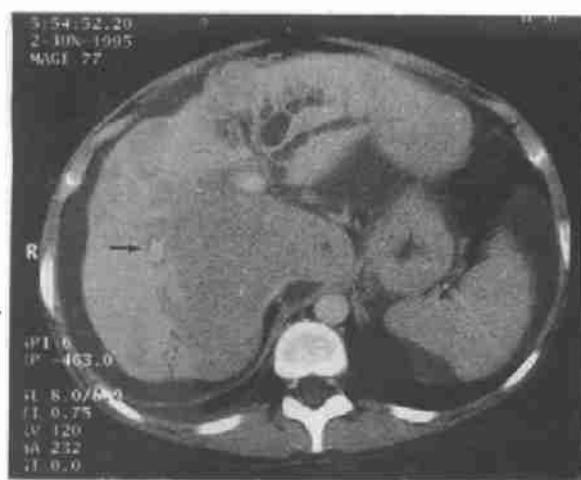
造影增强 CT 显示肝脏结构改建、尾叶肥大、包围肝血管分支及门脉分支、扩张的胆管(→),另见肝左叶明显的胆汁淤滞。
